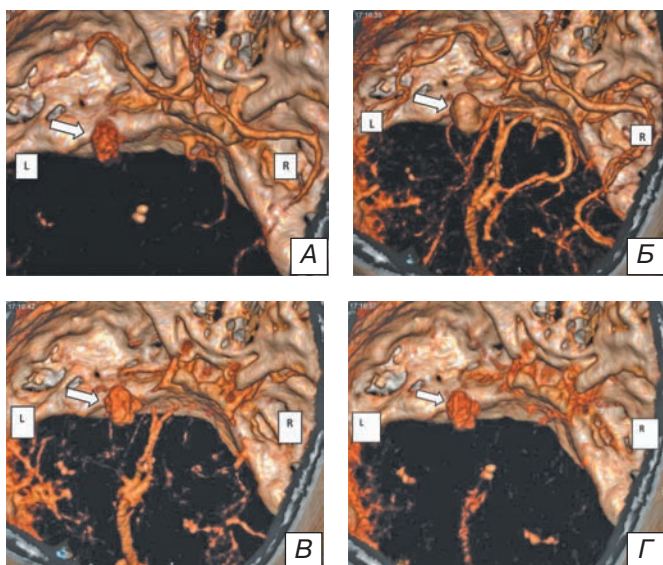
4D КТ-ангиография пациента Б., 58 лет, с гигантской аневризмой левой задней мозговой артерии: А — начало контрастирования аневризмы (17 ч 16 мин 29 с), Б — артериальная фаза (17 ч 16 мин 35 с), В — венозная фаза (17 ч 16 мин 48 с), Г — повторное контрастирование аневризмы (17 ч 16 мин 57 с). Аневризма указана стрелкой.
